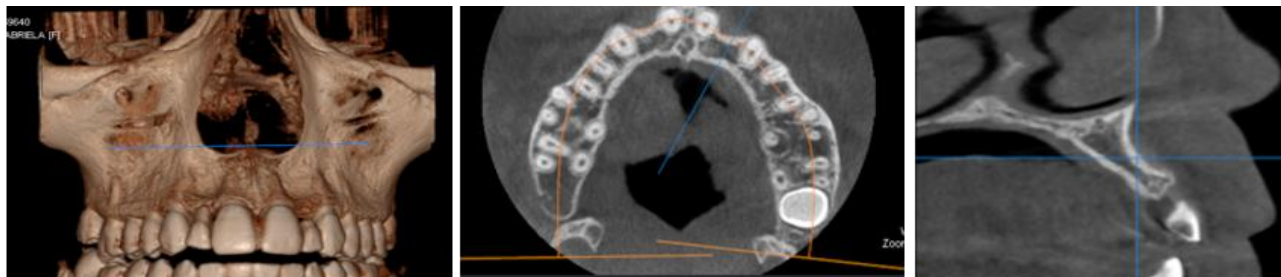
Radiografia 3dimensională cu fascicul conic și evaluarea țesutului în regiunea frontală
